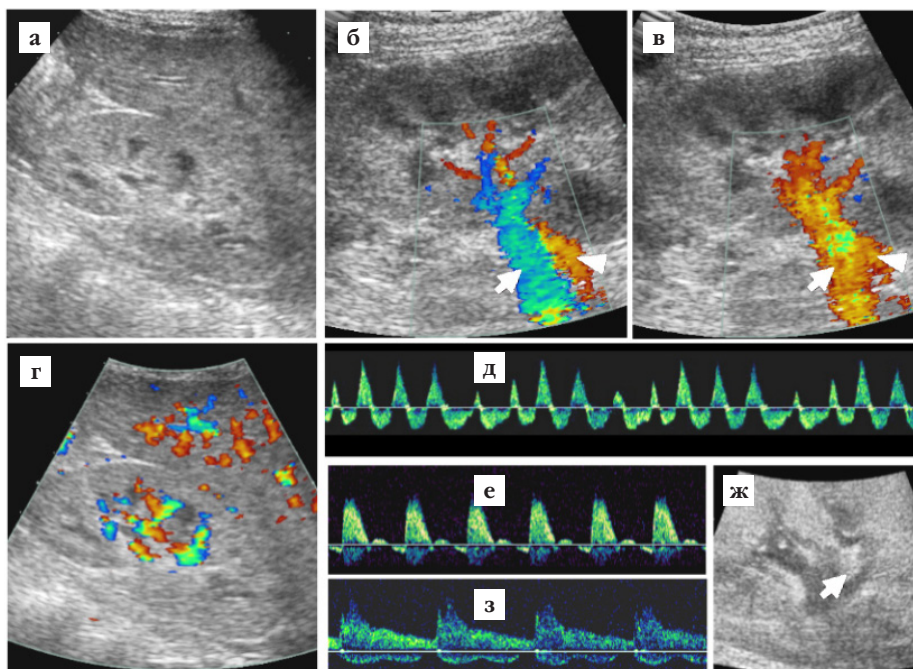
УЗИ при поступлении:
